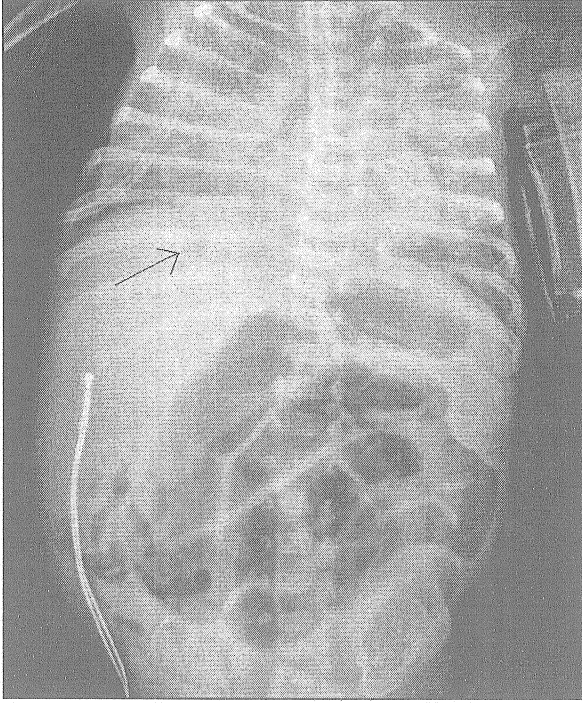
Birinci olgunun ayakta direkt karın grafisinde, izlemde boyutu giderek byyen, karacięer glgesi zerine stste gelmiř (sperpoze olmuř) odacıklı serbest hava, sol yan duvarda izgisel, ışın geirgen serbest hava glgesi
